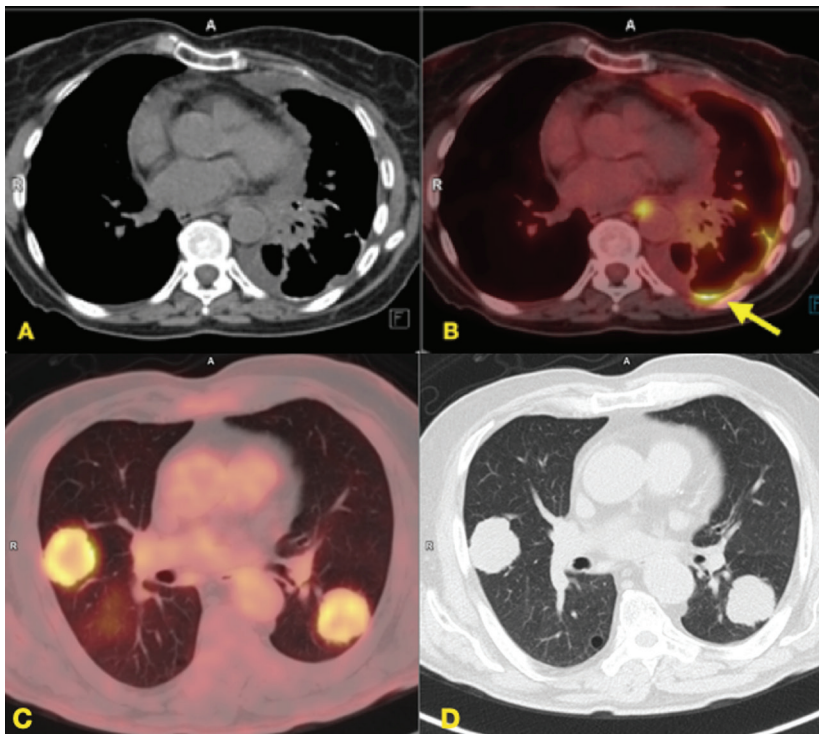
M1a: metástases intra-torácicas como nódulo(s) tumoral(is) separado(s) em lobo contralateral, nódulos e/ou derrame pleurais ou pericárdicos malignos. A e B: Imagens no plano axial de TC do tórax na janela de mediastino e da fusão do PET-CT FDG, respectivamente, mostrando implantes pleurais. C e D: Imagens no plano axial da fusão do PET-CT FDG e da TC de tórax na janela de pulmão mostrando nódulos tumorais hipermetabólicos em lobos contralaterais.
